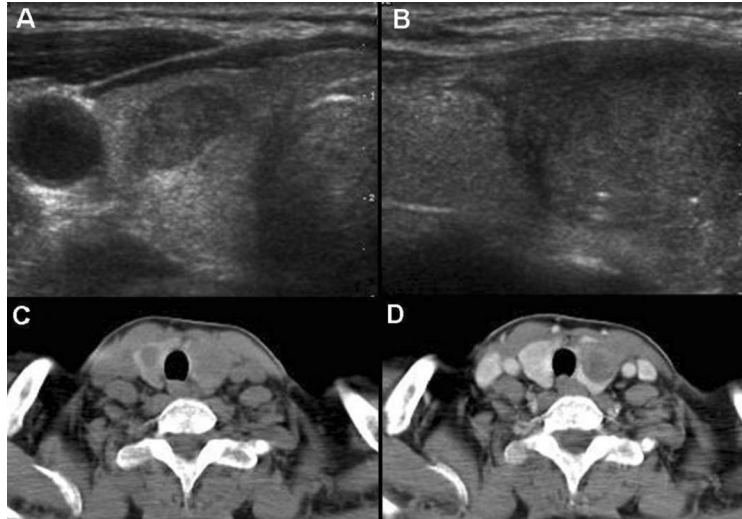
Ultrasonographic finding showed 0.8 × 1.3 cm hypoechoic nodule in right lobe (A) and 2.9 × 2.1 cm hypoechoic nodule with lobulated margin in left lobe (B). Computed tomography scan showed 1.0 cm sized enhancing nodule in right lobe (C), and 2.0 × 2.4 cm hypodense enhancing mass was noted in left lobe (D).
